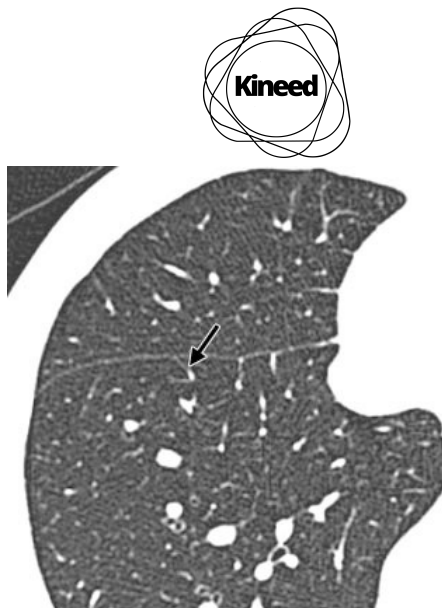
Corte transversal de TAC muestra septo interlobular (flechas) en una persona sana.
